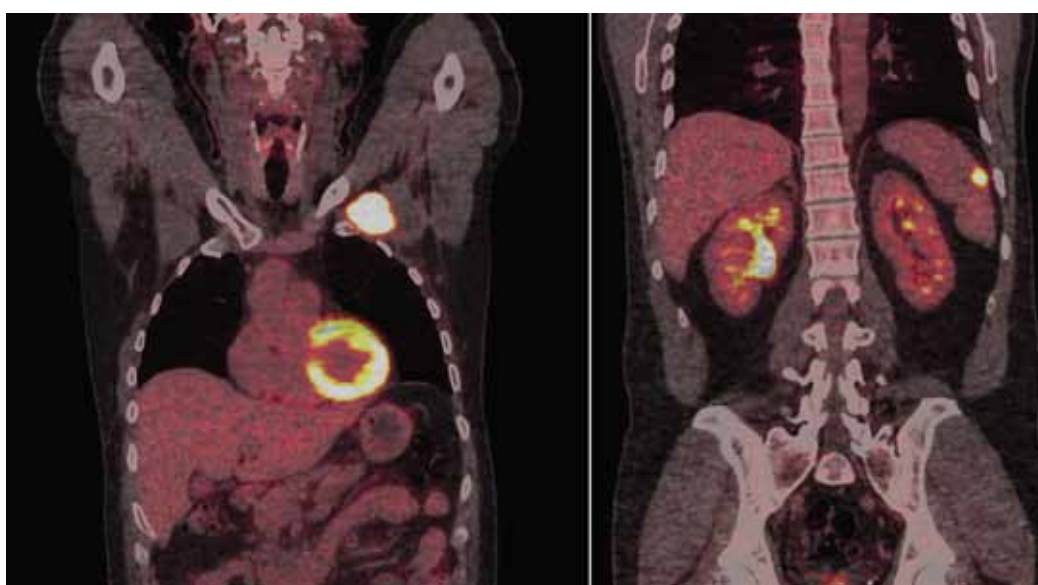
Больной Ш. 41 год. Диагноз: В-клеточная крупноклеточная лимфома (трансформация из лимфомы Ходжкина) с вовлечением подмышечного лимфоузла слева, селезенки. ПЭТ/КТ: в подмышечной области слева, под малой грудной мышцей визуализируется метаболически активное образование с четким контуром, однородной структуры размерами 5,8*3,2*3,9см, SUVmax=23,43, В селезенке, субкапсулярно, отмечается участок очаговой гиперфиксации РФП размерами 2,3*1,4*2,7см SUVmax=20,31.
